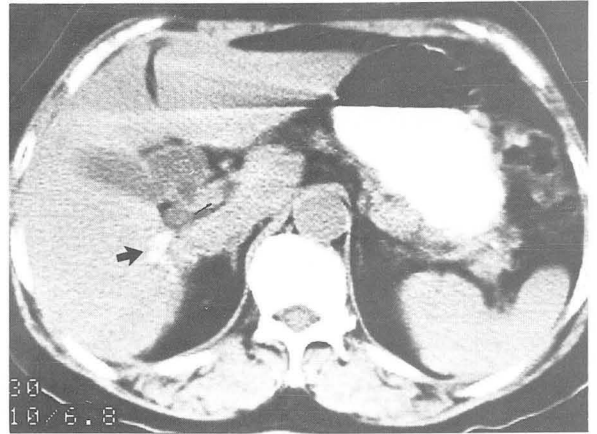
CT scan of a 69-year-old woman with Intrahepatic duct stones (No. 3 in Table 1,2). The shape of stones is irregular, but seems different from those in vitro (Figure 4-IV).
